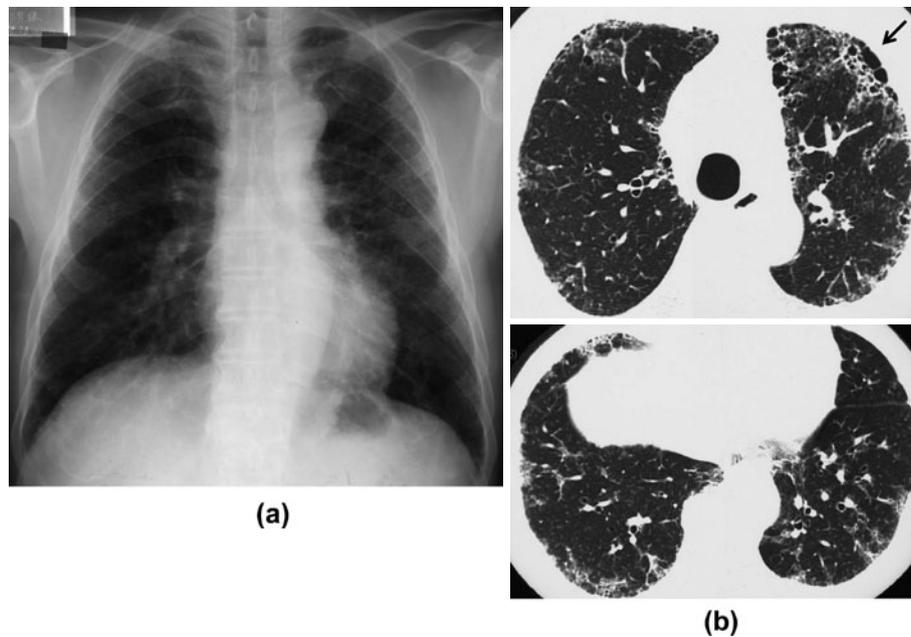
(a) Chest radiograph on the first visit demonstrated diffuse reticular shadow in the bilateral lung. (b) Chest CT on admission demonstrated peripheral ground-glass opacities with honeycombing lesions (short arrow).
